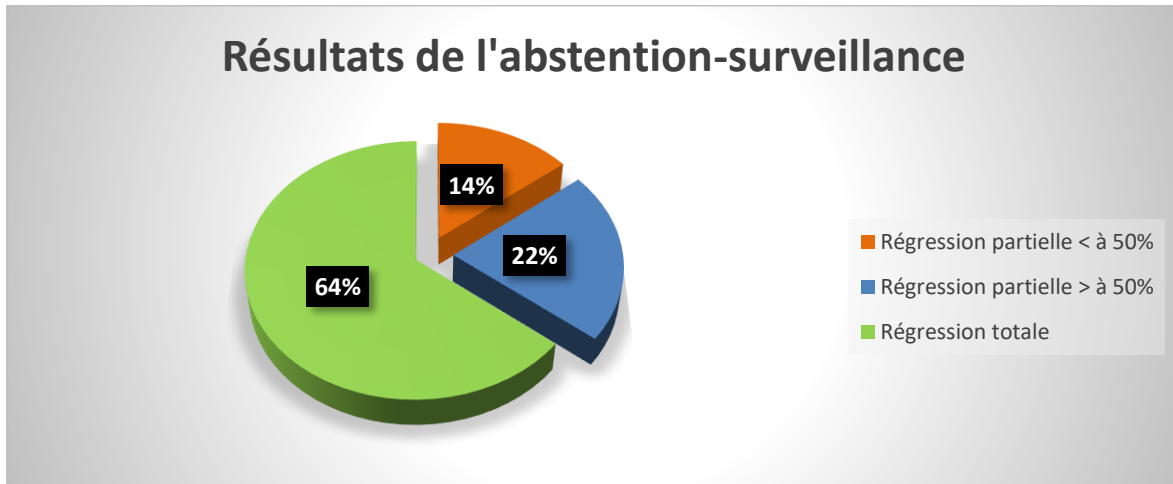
Répartition selon les résultats de l'échographie pour les patients ayant bénéficié d'une abstention-surveillance.
